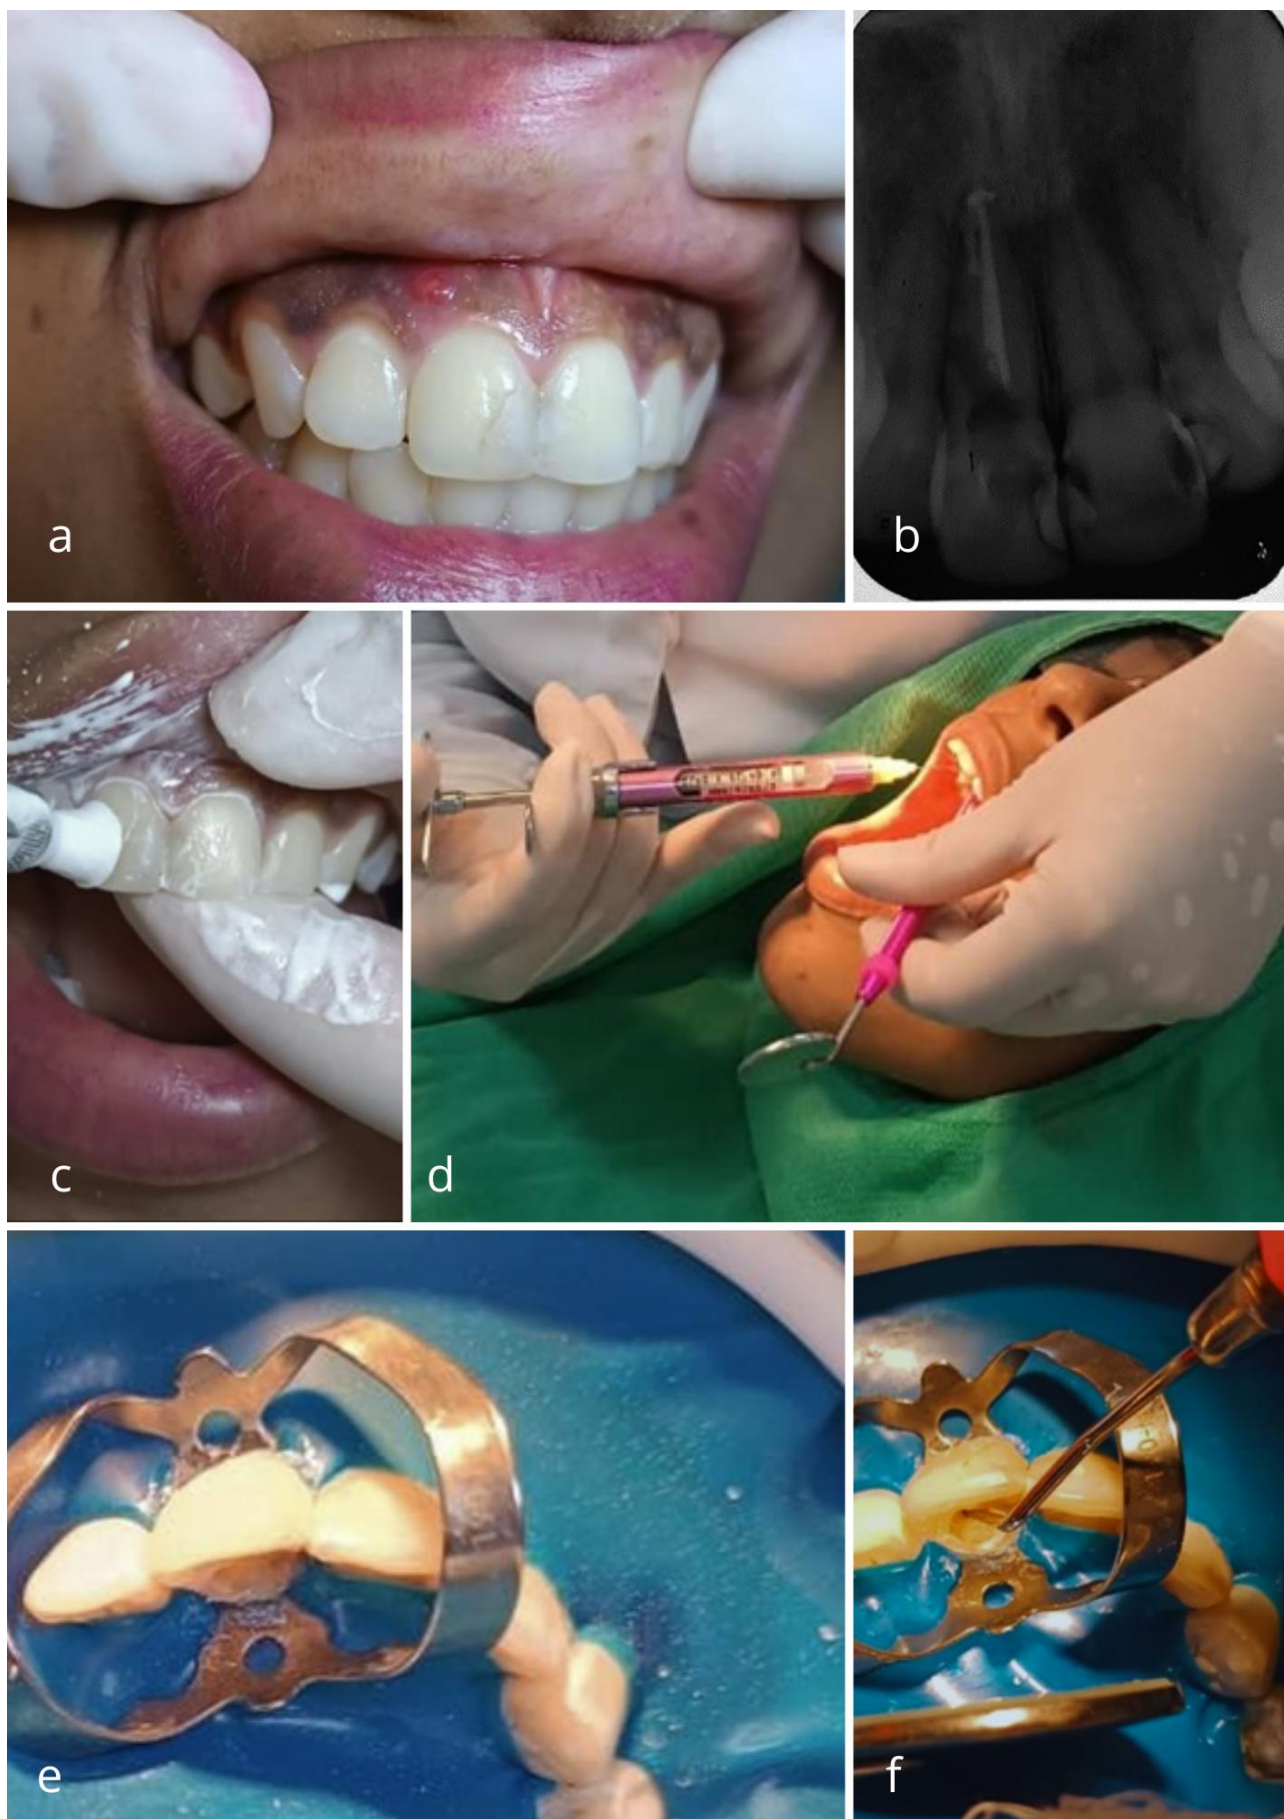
a) Aspecto Clínico Inicial. b) Radiografia do Diagnóstico. c) Profilaxia. d) Anestesia local. e) Isolamento Absoluto. f) Localização da perfuração.
